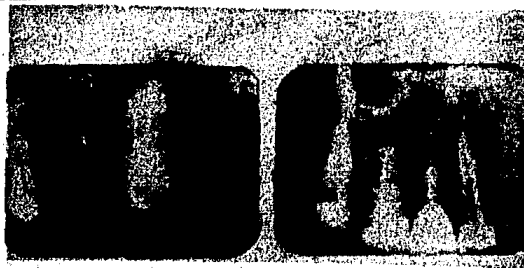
4E,F. Estudio radiografico de la region correspondiente a los molares y premolares superiores; E, piso del seno dividido en dos regiones por el segundo molar; F, imagen del seno,concentrica a la imagen del malar.
